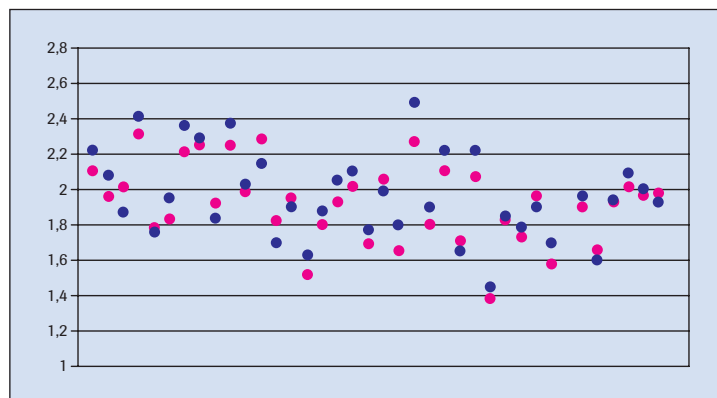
Diametro della LAD medio-distale: misurazioni ecocardiografiche (●) ed angiografiche (●).
